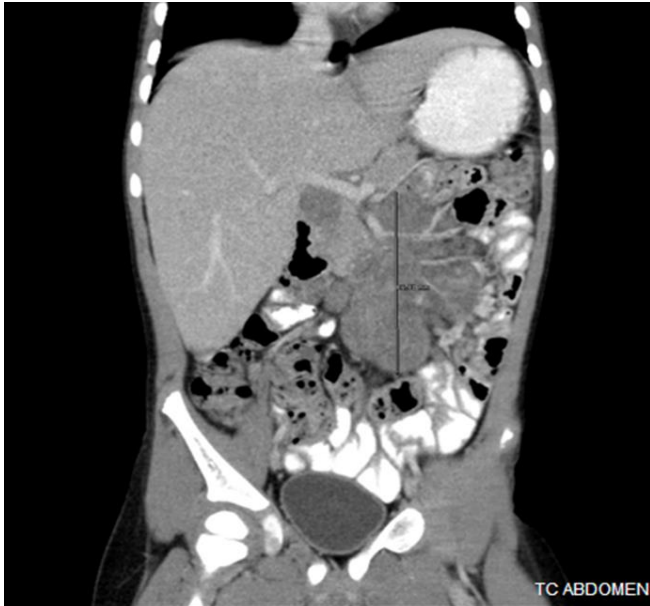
TC abdomen con la masa adenopática, corte sagital
